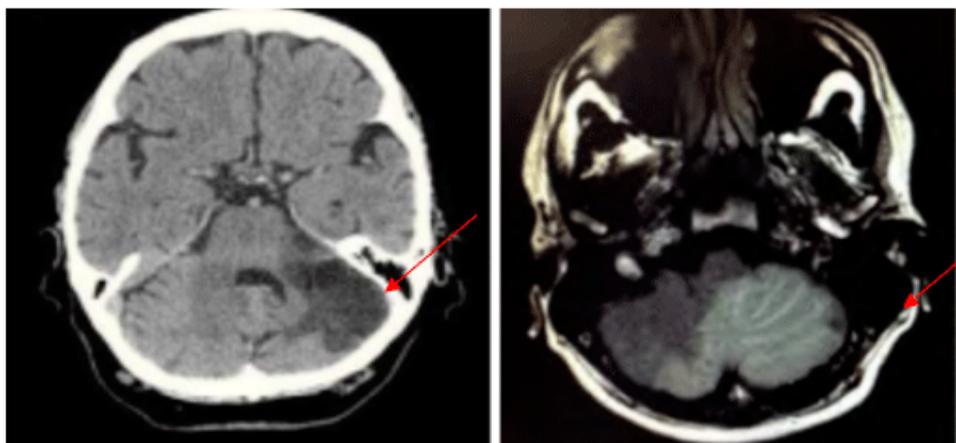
Lesión isquémica aguda extensa que involucra hemisferio cerebeloso izquierdo y porción medial del hemisferio derecho A. Tomografía computarizada de cráneo y b resonancia magnética con técnica de difusión.
